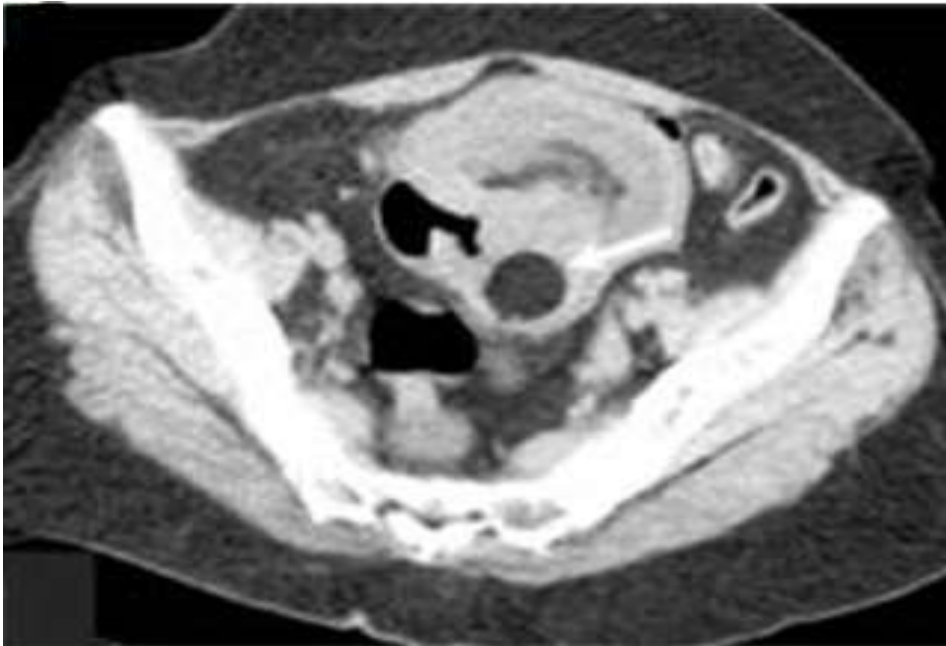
TDM abdominale montrant une invagination jéjuno-jéjunale sur adénocarcinome liberkuhnien. [61]
